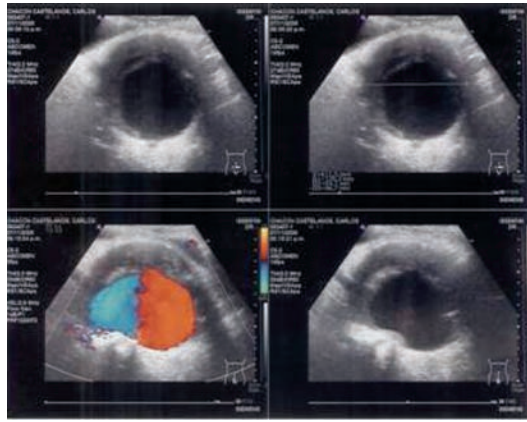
Ultrasonido pélvico se aprecia imagen anecoica con flujo.
